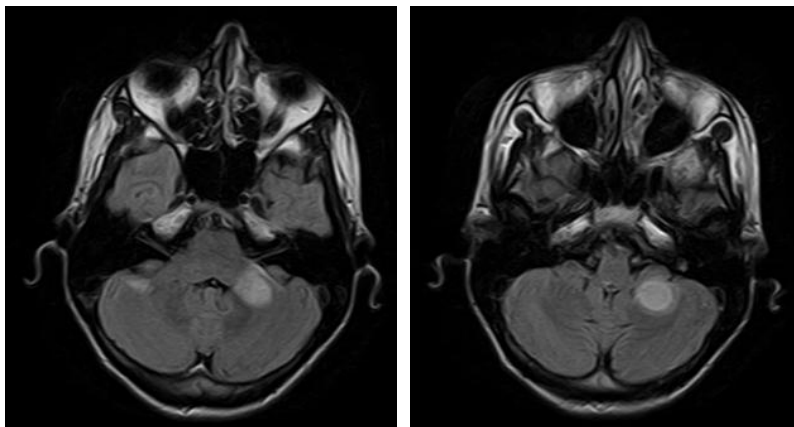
МРТ исследование пациентки ФИС, 23 года.
